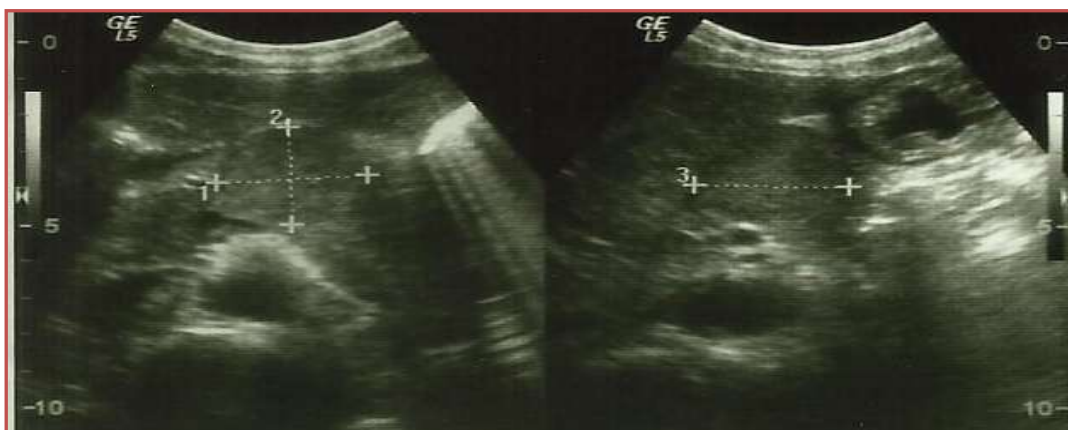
Ultrassonografia realizada em 16/10/2010
